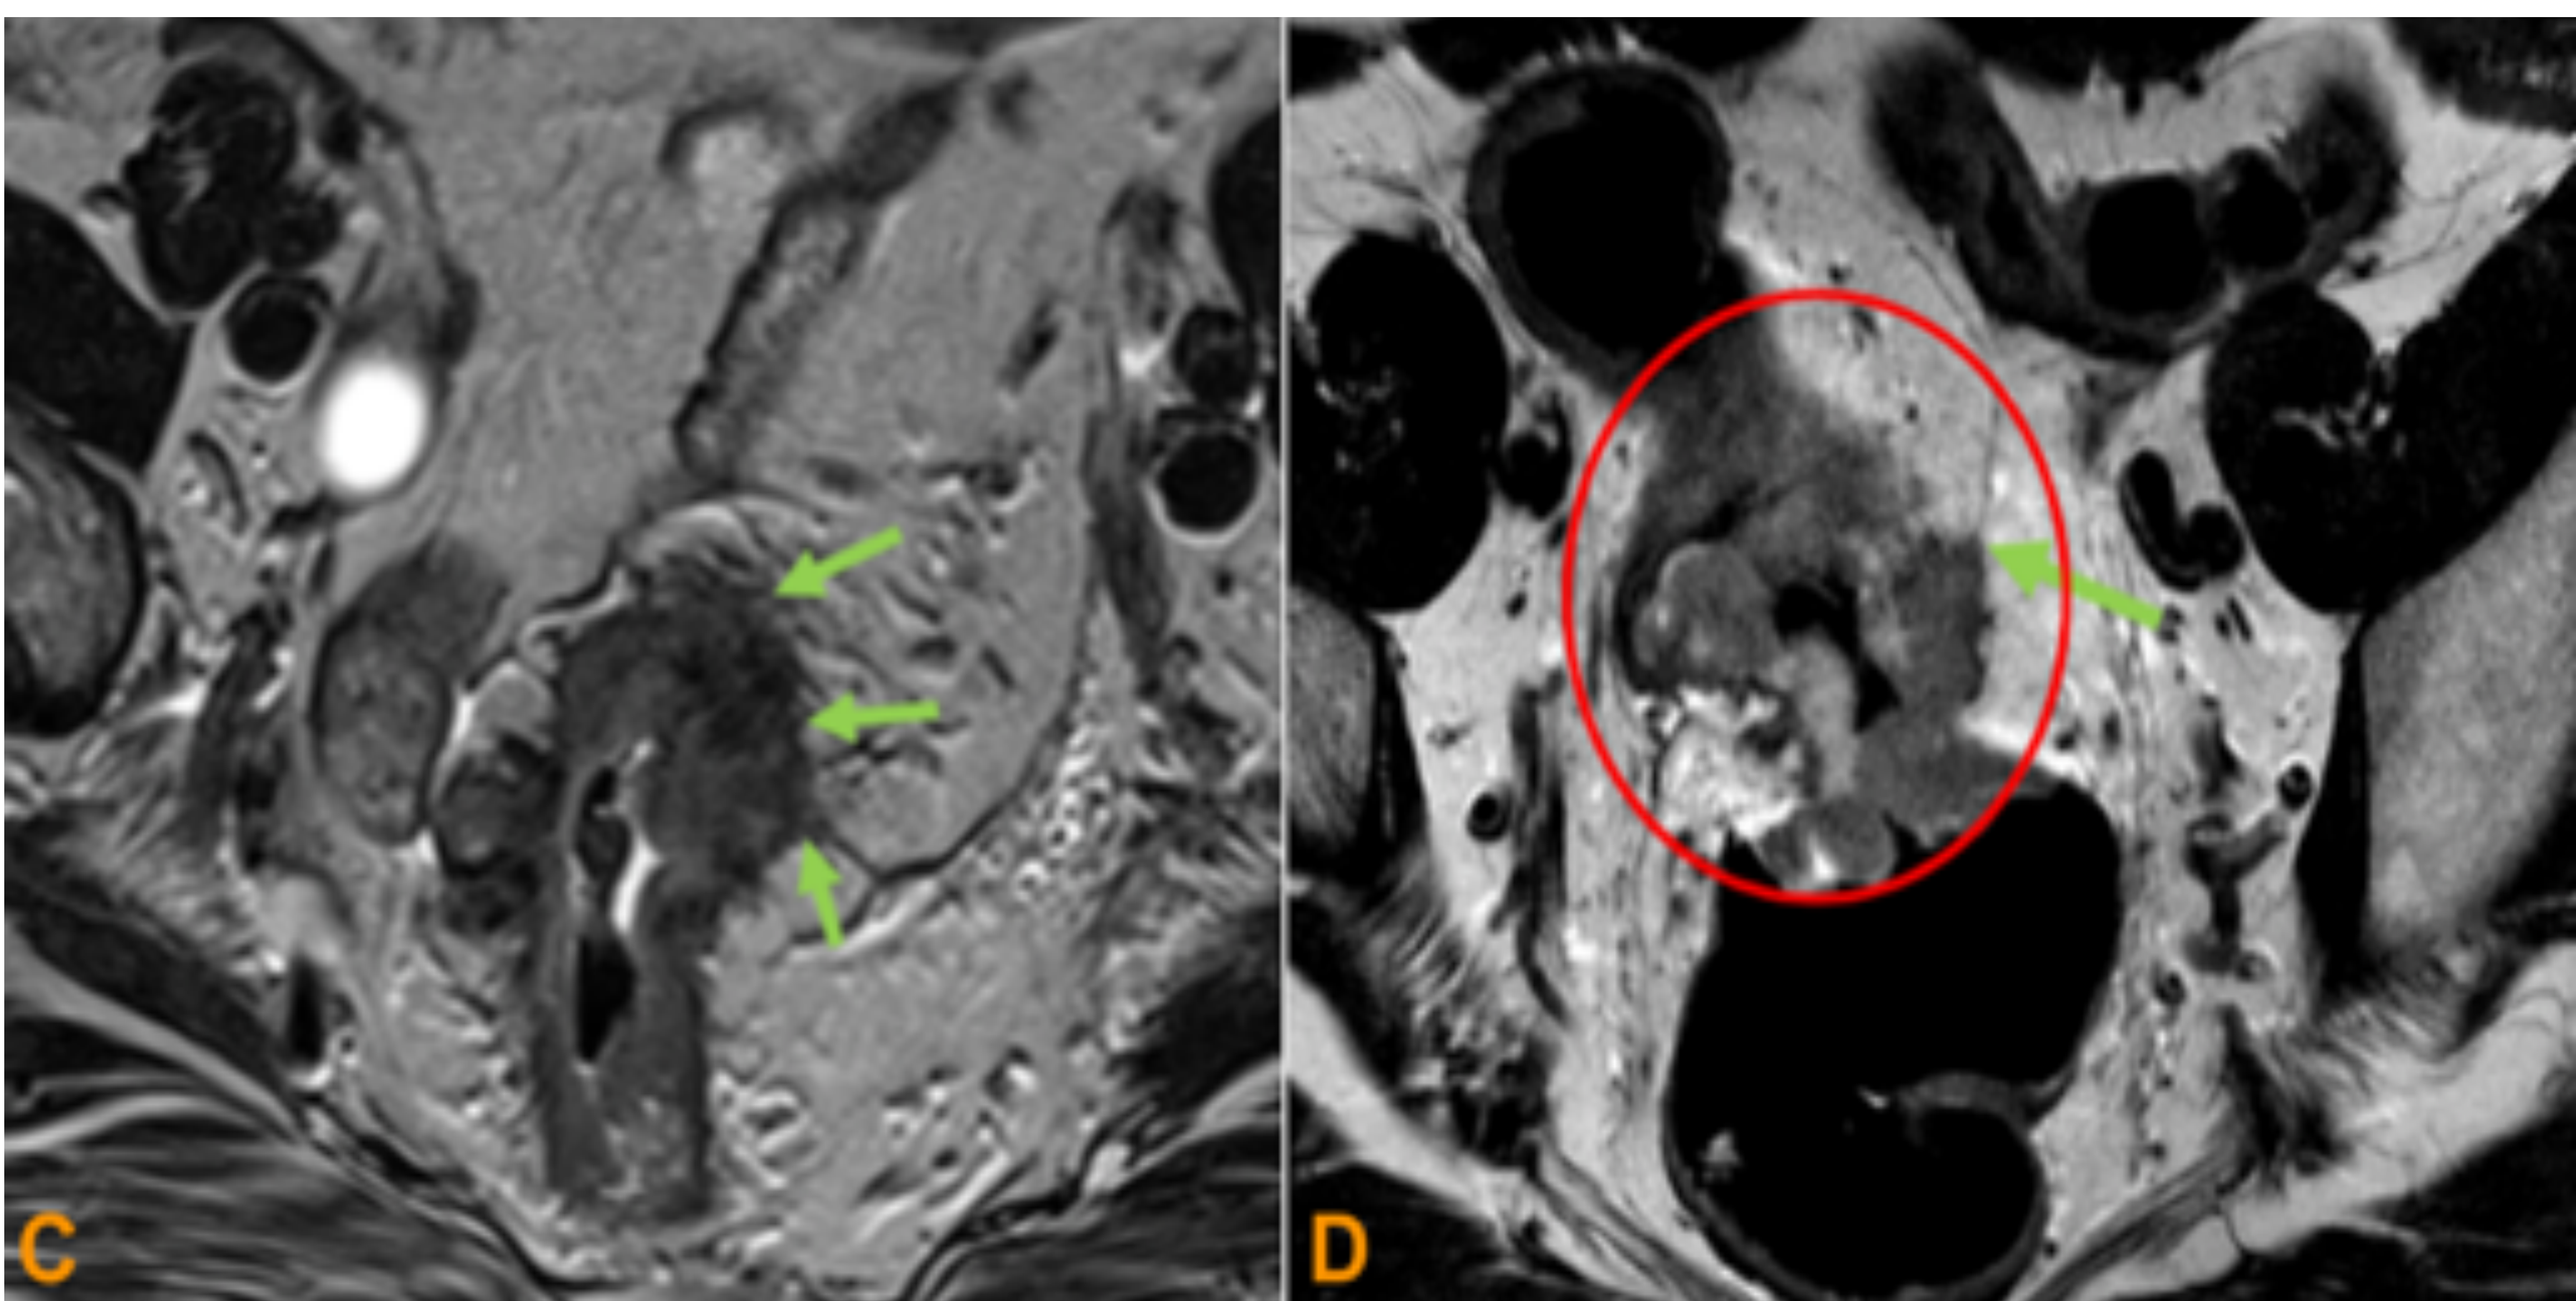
Imágenes de RM pélvica potenciadas en T2, cortes axiales. C: Tumor de recto localmente avanzado, las flechas verdes señalan zonas en las que el tumor se extiende entre 5-10 mm hacia el tejido perirrectal (T3c)
